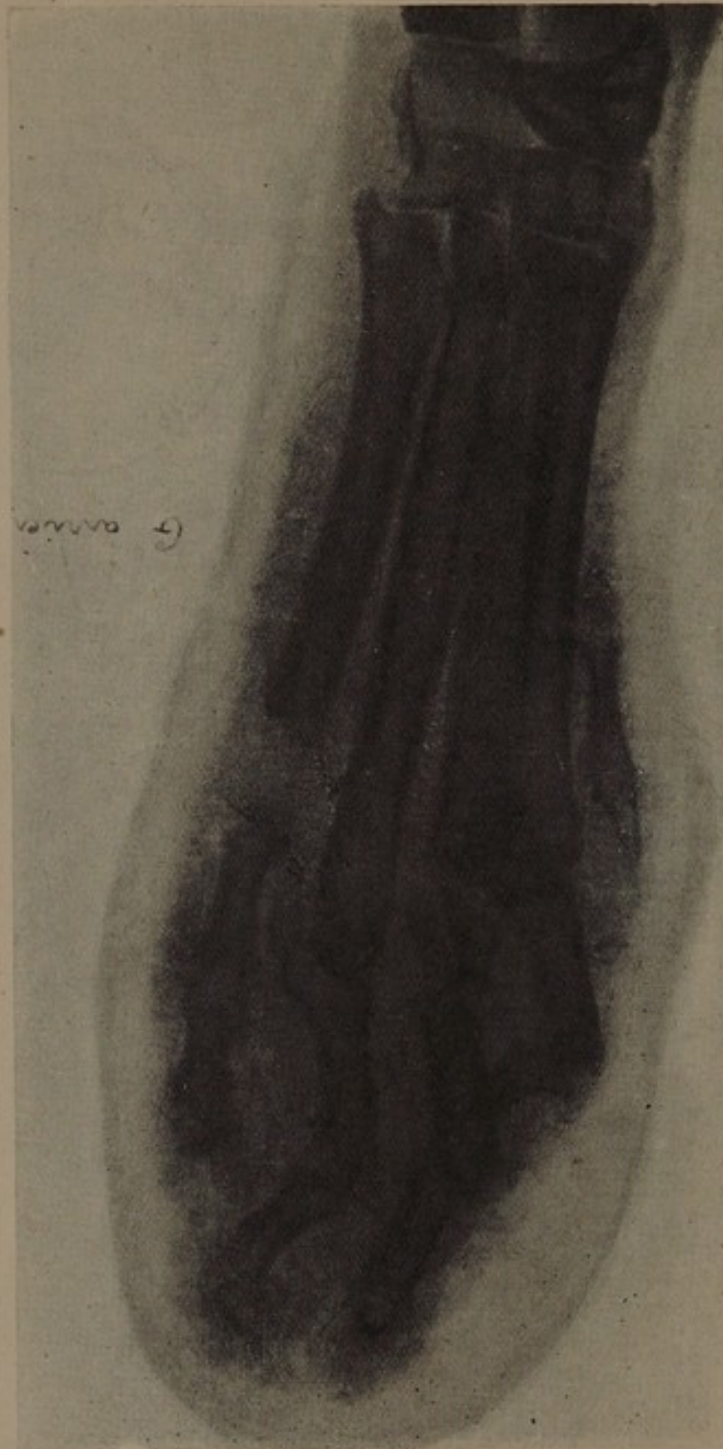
Radiographie de la patte antérieure gauche de la chienne n° 12.
